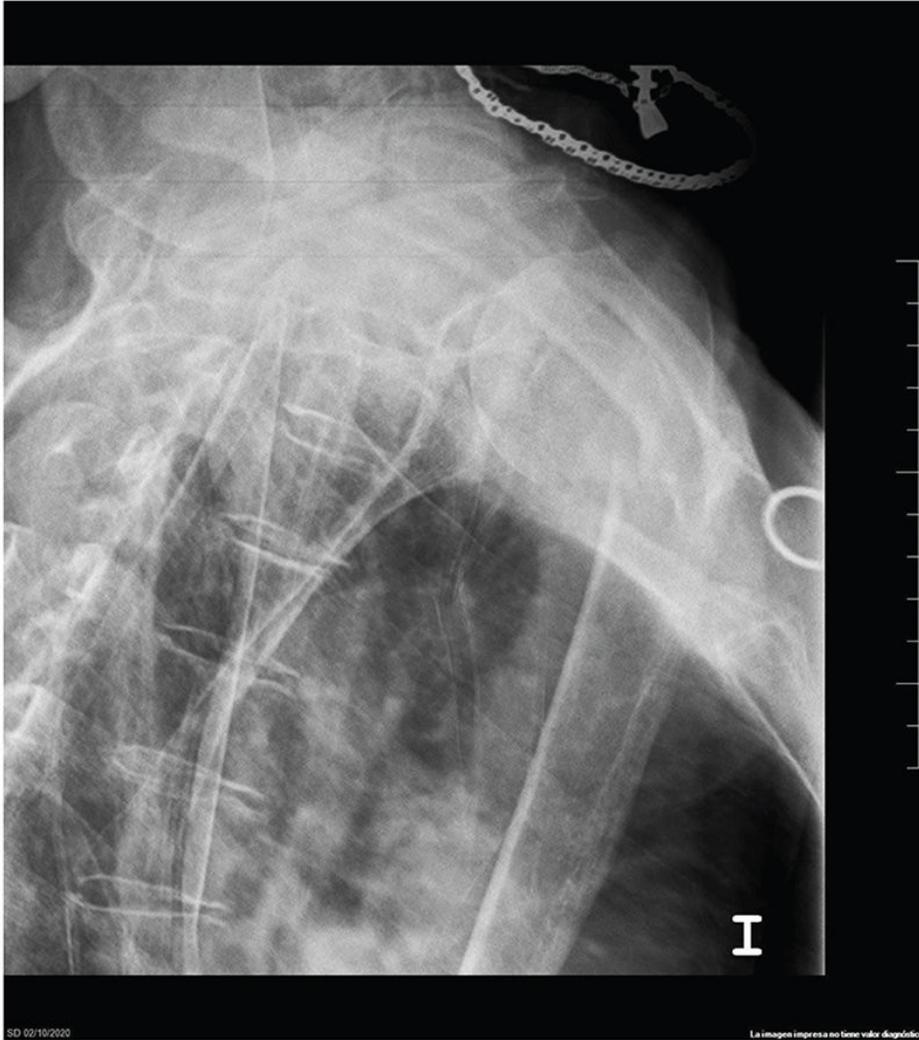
Radiografía lateral de hombro: fractura de húmero proximal izquierdo.
